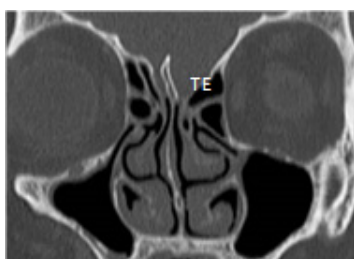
Corte coronal de TC revelando localização baixa do tecto do etmóide (TE) à esquerda (janela óssea).
